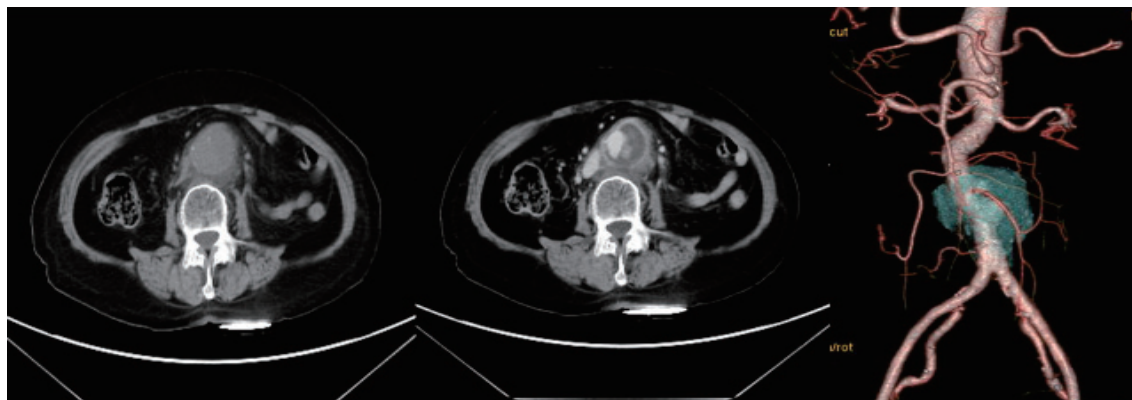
Plain and contrast-enhanced abdominal computed tomography images of the case. An abdominal aortic aneurysm of 43.2 mm × 37.9 mm × 46.4 mm in diameters was present.
